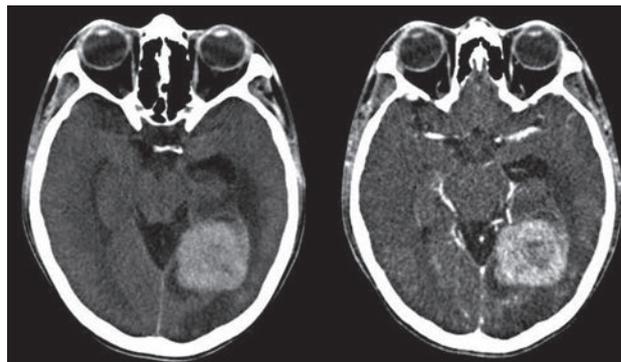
TAC de cráneo en fase simple y contrastada, con lesión hiperdensa lobulada en la región temporo-occipital medial izquierda, sin reforzamiento significativo, con áreas de necrosis central y edema cerebral circundante.
